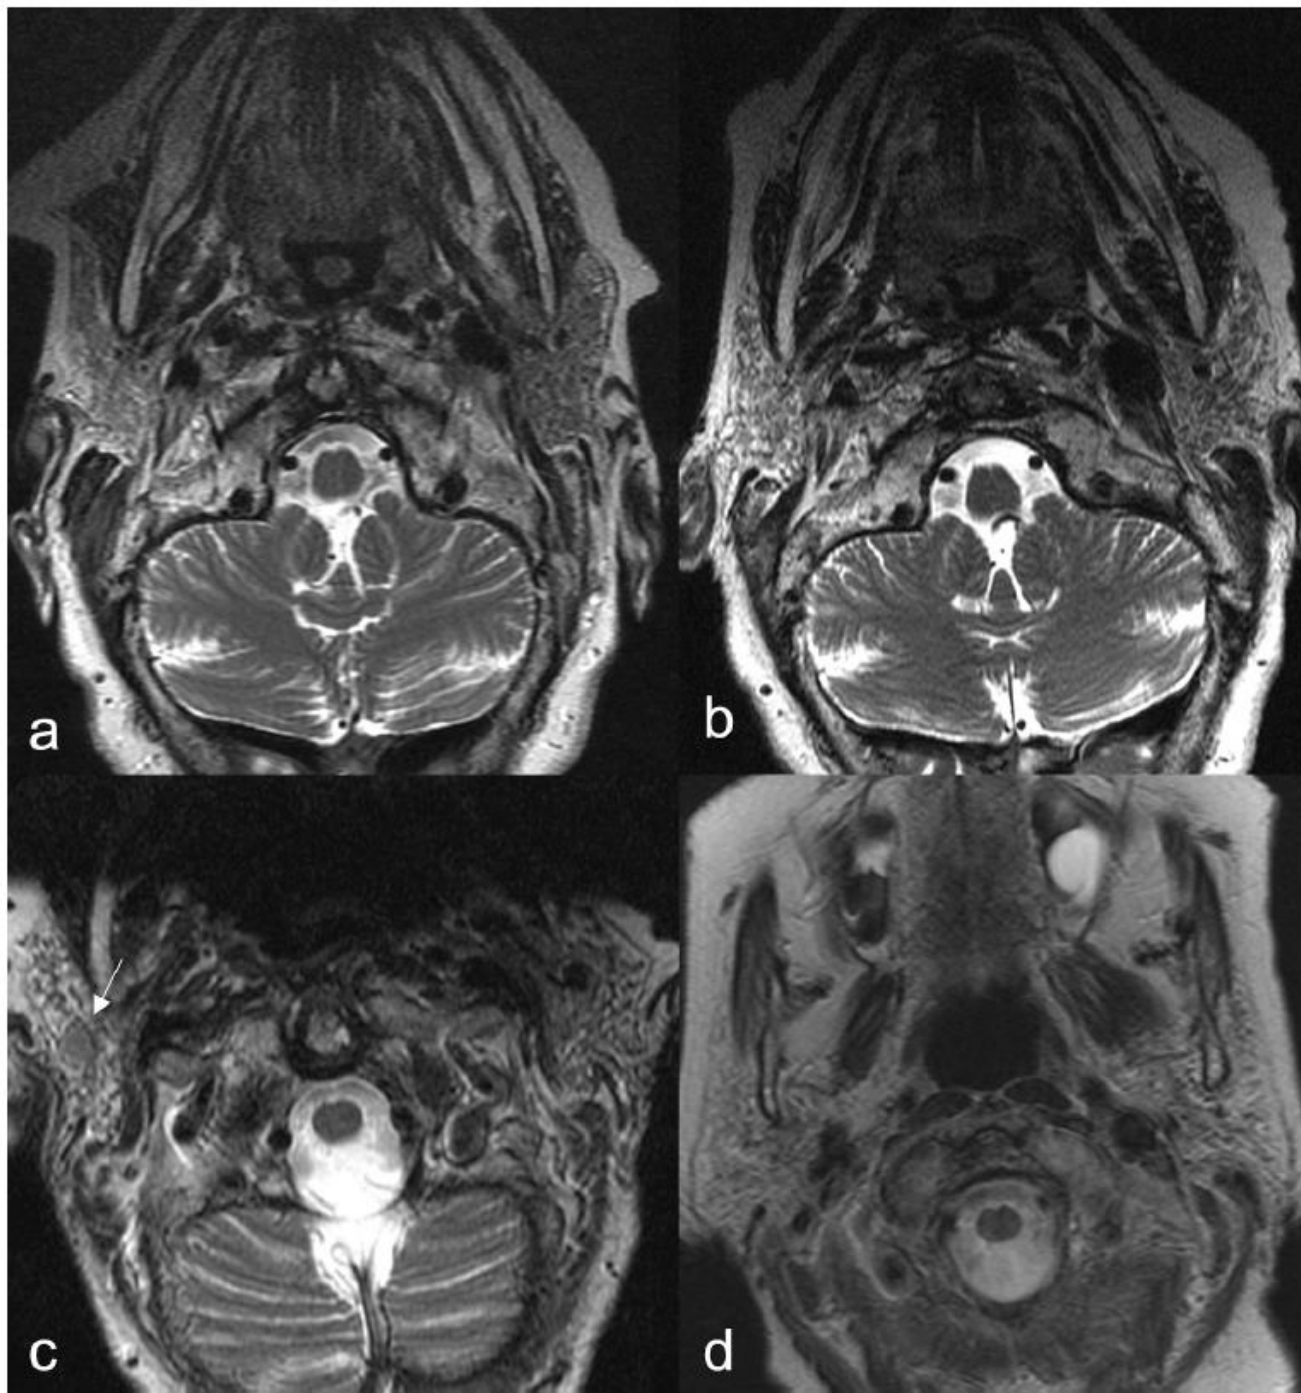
Axial T2-weighted imaging without fat suppression (a) demonstrates subtle fat replacement of the right superficial lobe of the parotid gland in a 76-year-old female with primary SS. Subsequent imaging approximately two (b), six (c), and seven (d) years after demonstrate progressive replacement of the normal glandular parenchymal with fat in a heterogeneous distribution. A solid nodule in the right superficial lobe (c, arrow) is indistinguishable between reactive lymphoid hyperplasia and lymphoma on imaging. Fine-needle aspiration revealed the former finding.
